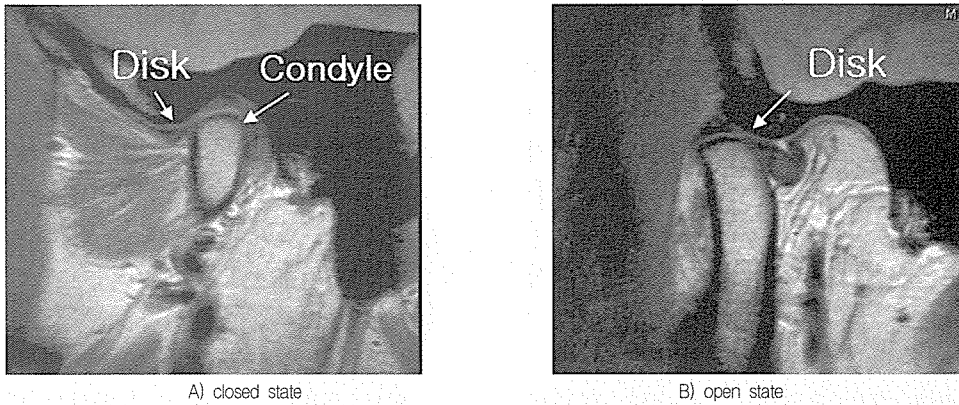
MRI analysis - normal
